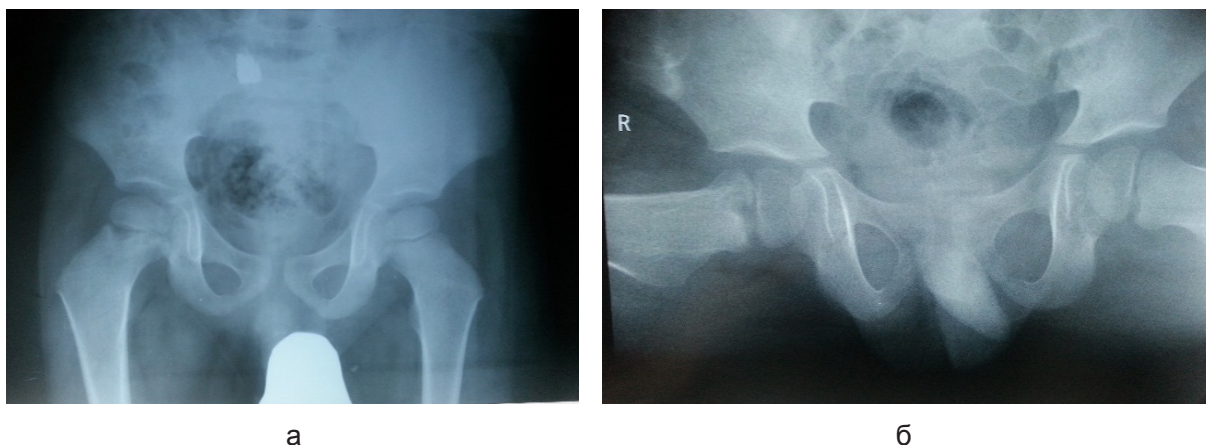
Рентгенограмма костей таза и обоих тазобедренных суставов пациента М., 3 года, в прямой проекции (а) и по Лауэнштейну (б)
